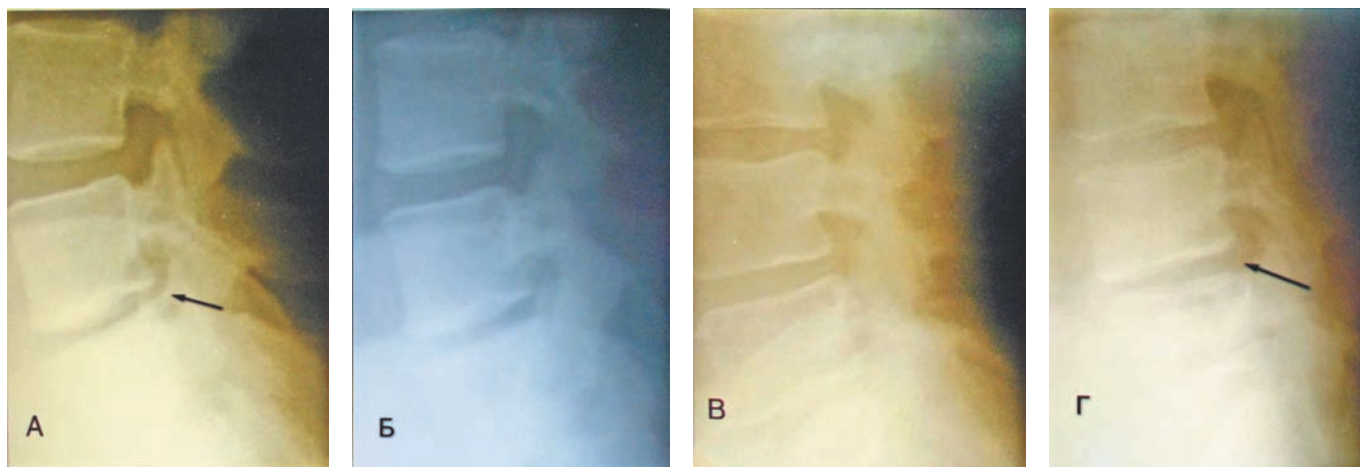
Функциональные рентгенограммы: А) пациентки К., увеличение подвижности сегмента L4-L5 в положении разгибания (указано стрелкой) и Б) положение сгибания; В) пациента О. — положение разгибания и Г) увеличение подвижности сегмента L4-L5 в положении сгибания (указано стрелкой).
